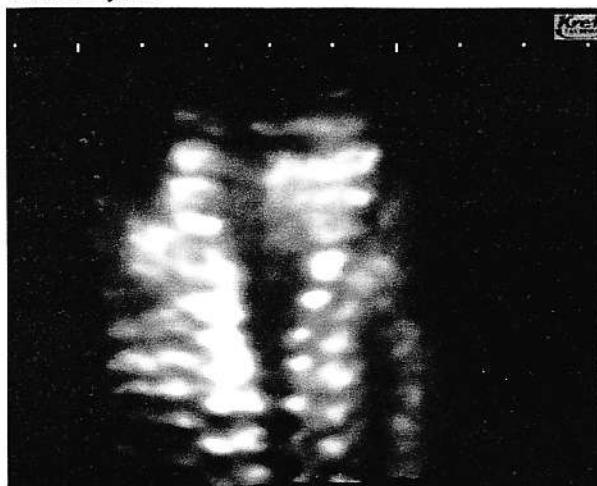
A case of rachischisis depicted in surface mode 3-D sonography.
